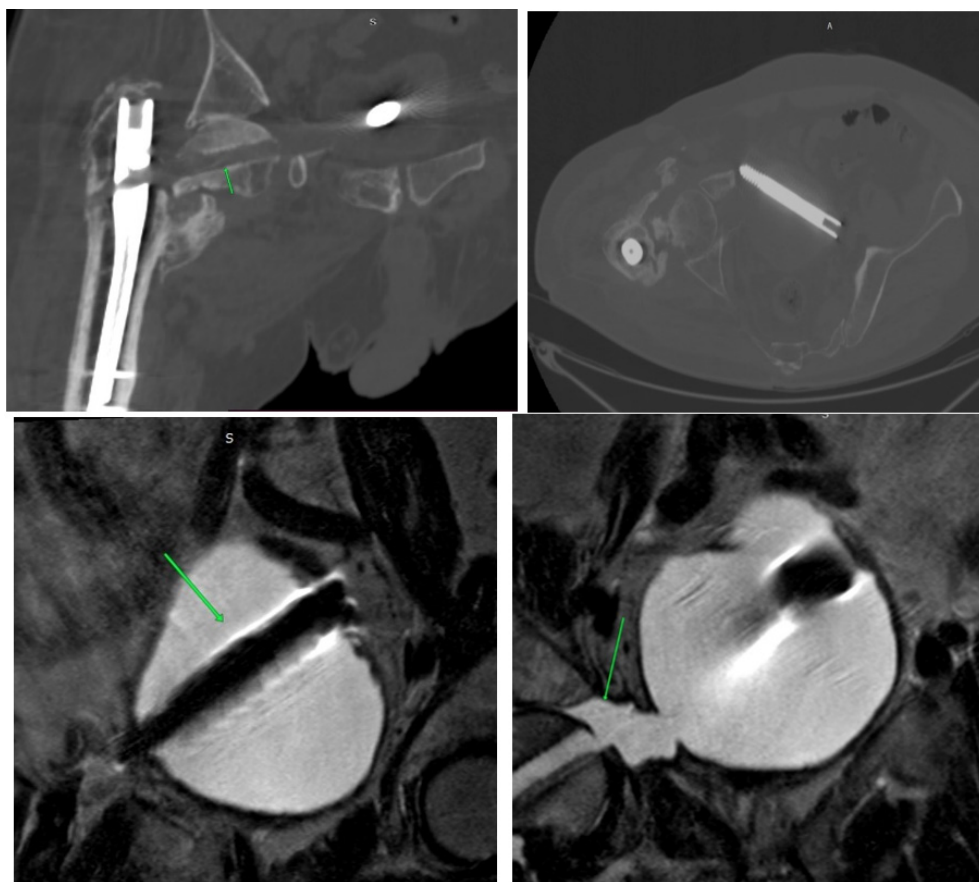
На МРТ органов малого таза: МР-картина инородного тела в полости мочевого пузыря с дефектом правой стенки пузыря
